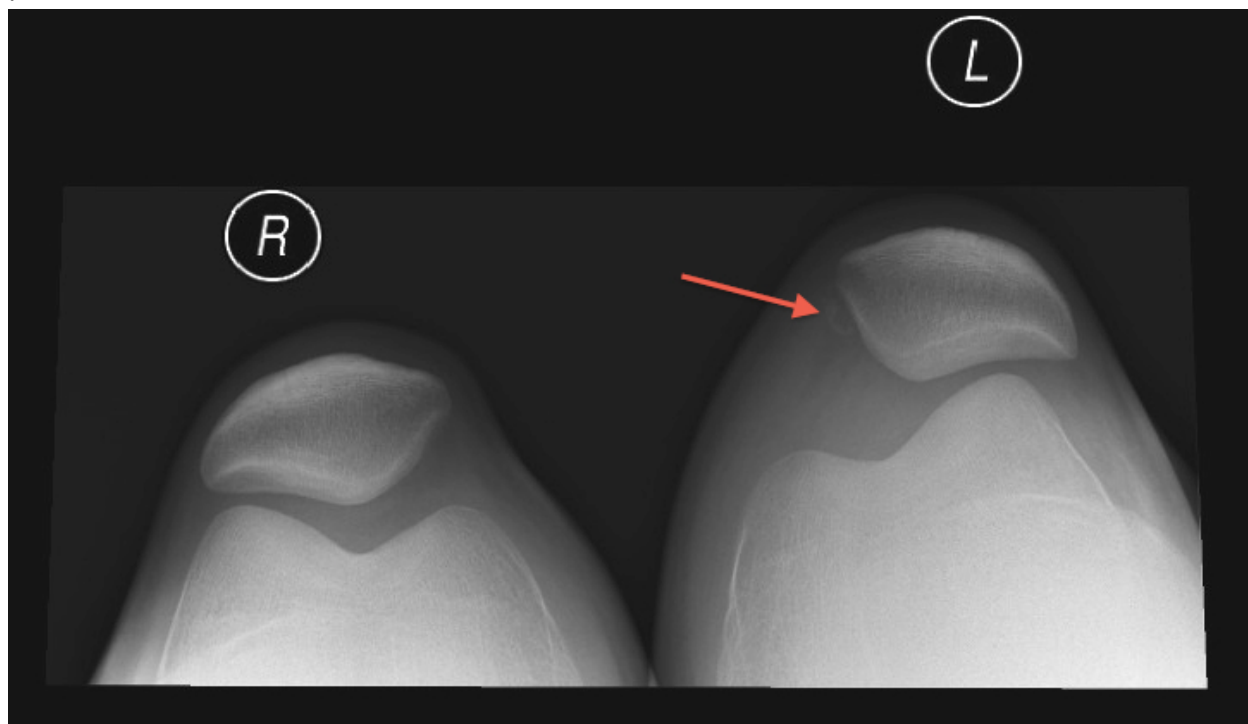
Аксиальная рентгенограмма, показывающая статический подвывих левого надколенника у пациента после острого вывиха надколенника с отрывом фрагмента медиального края надколенника.
